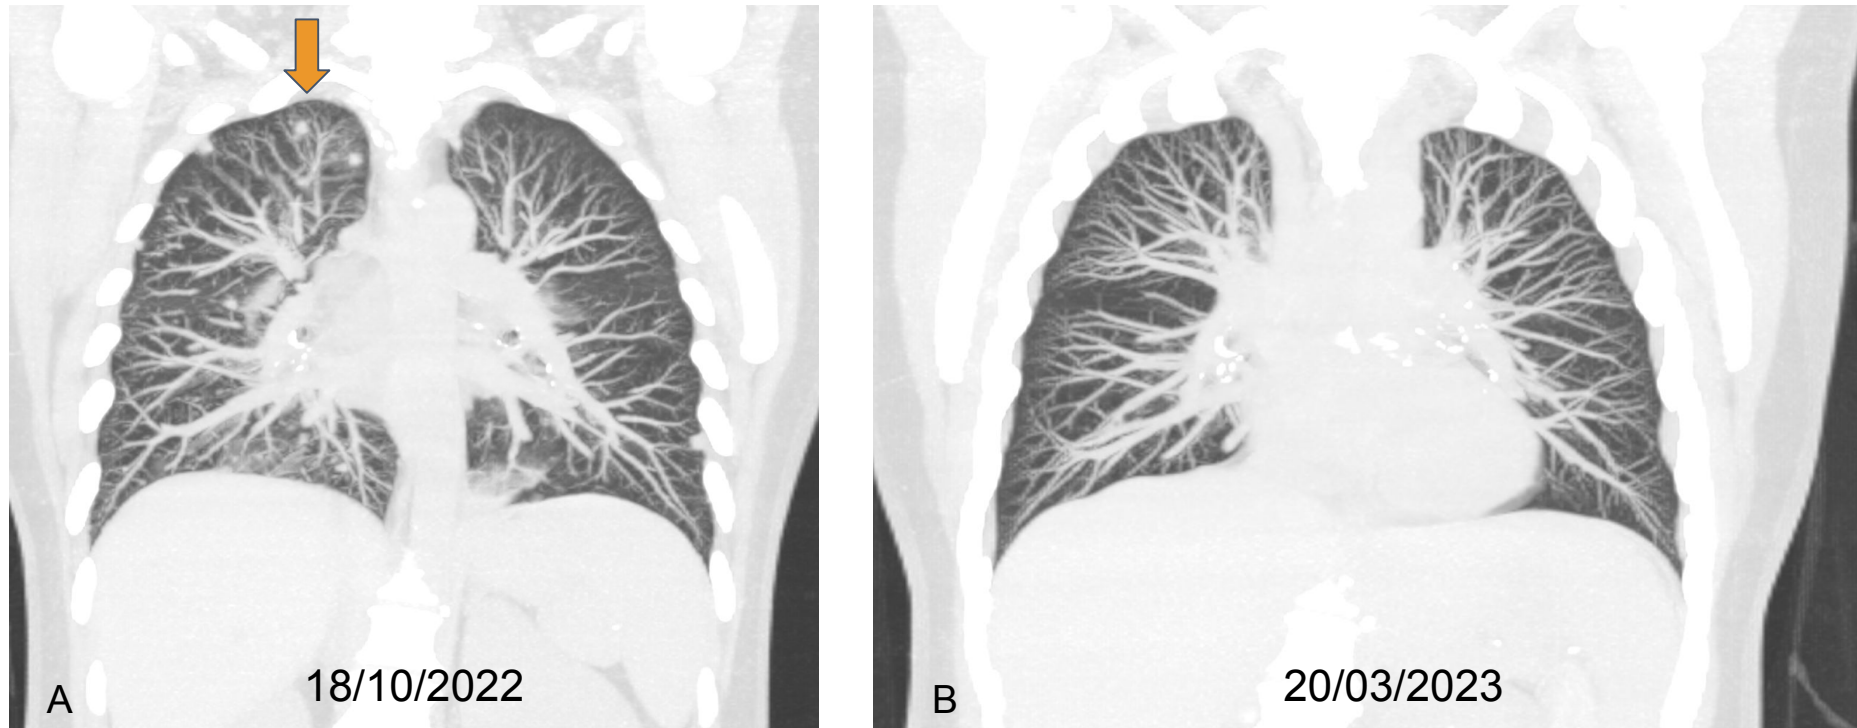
Evolución de embolismos sépticos pulmonares en endocarditis infecciosa por *Staphylococcus aureus* meticilín sensible sobre válvula aórtica nativa. Paciente de 49 años ingresada inicialmente por cetoacidosis diabética y bacteriemia persistente por SASM, con PET-TC que demostró múltiples embolismos sépticos.
